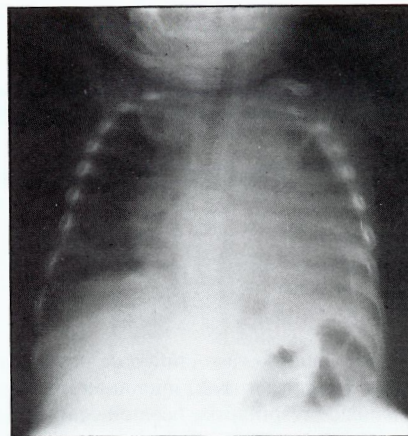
Radiografia do tórax à chegada.
